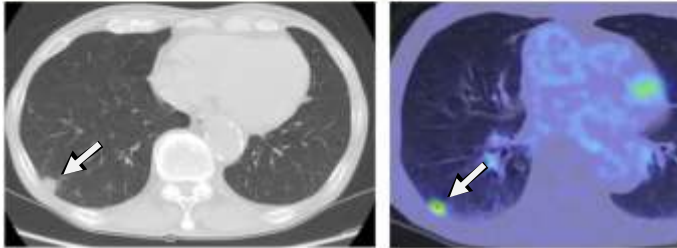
右術前, 初回手術 図 2b, 同 PET 像
